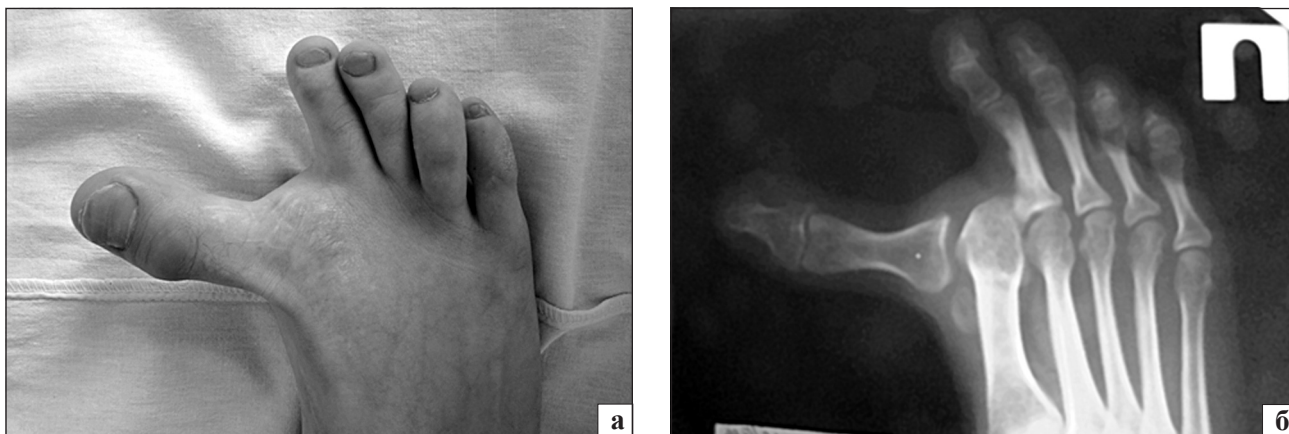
Фотография переднего отдела правой стопы (а) и фотоотпечаток с рентгенограммы переднего отдела правой стопы после операции Mc Bride (б)
